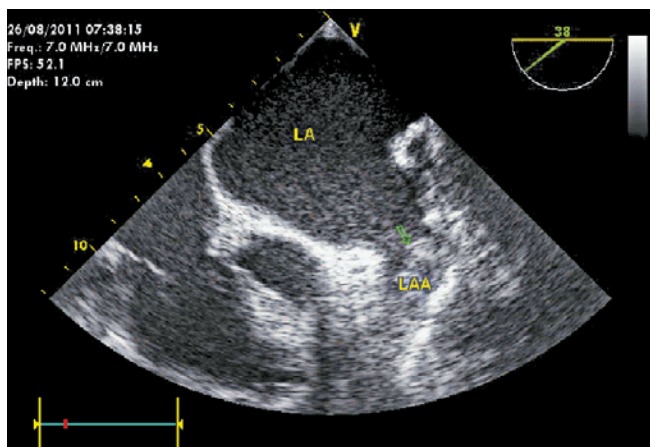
Чреспищеводная эхокардиограмма. Стрелкой обозначен тромб в УЛП (LAA)
